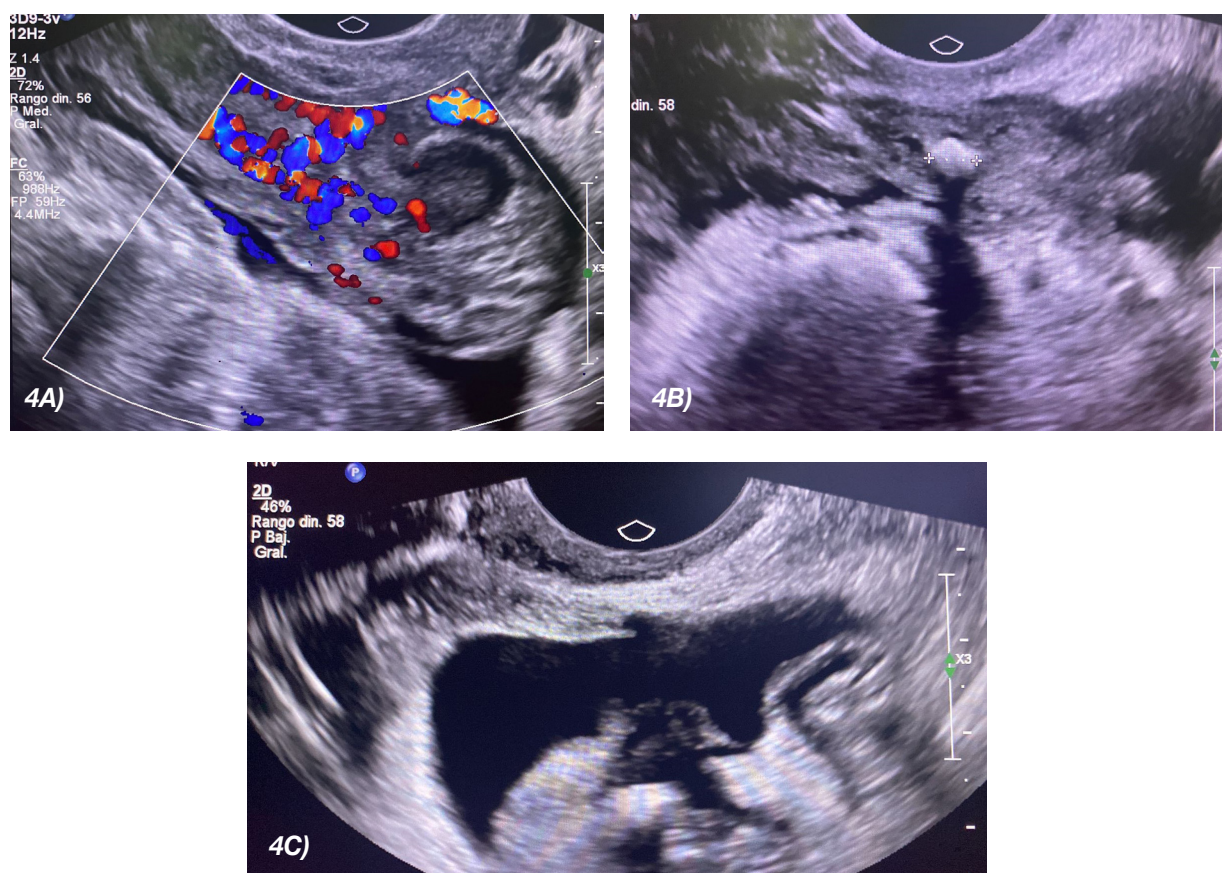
Ecografía transvaginal, en la imagen A se observa el ovario izquierdo rodeado por tejido hipoeicoico, con marcada vascularización detectable mediante Doppler. En la imagen B se observa calcificación redonda y gruesa con sombra acústica posterior, y el ovario izquierdo adherido en forma de puente al ovario contralateral. La imagen C muestra líquido ascítico.
